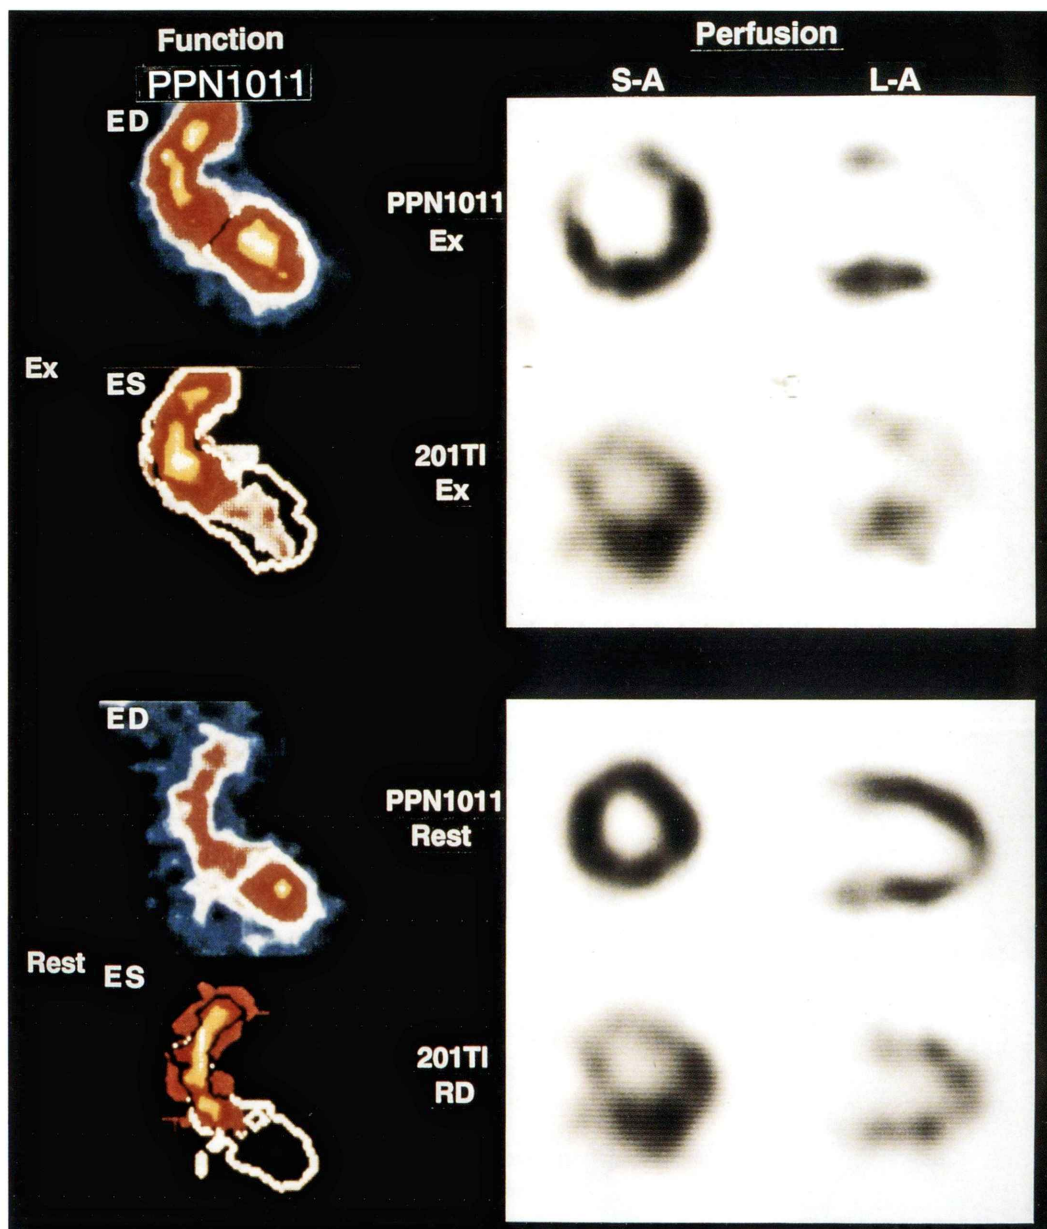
^{99m}Tc -PPN1011 first-pass and SPECT images at exercise and rest in a patient with angina pectoris (method A).
